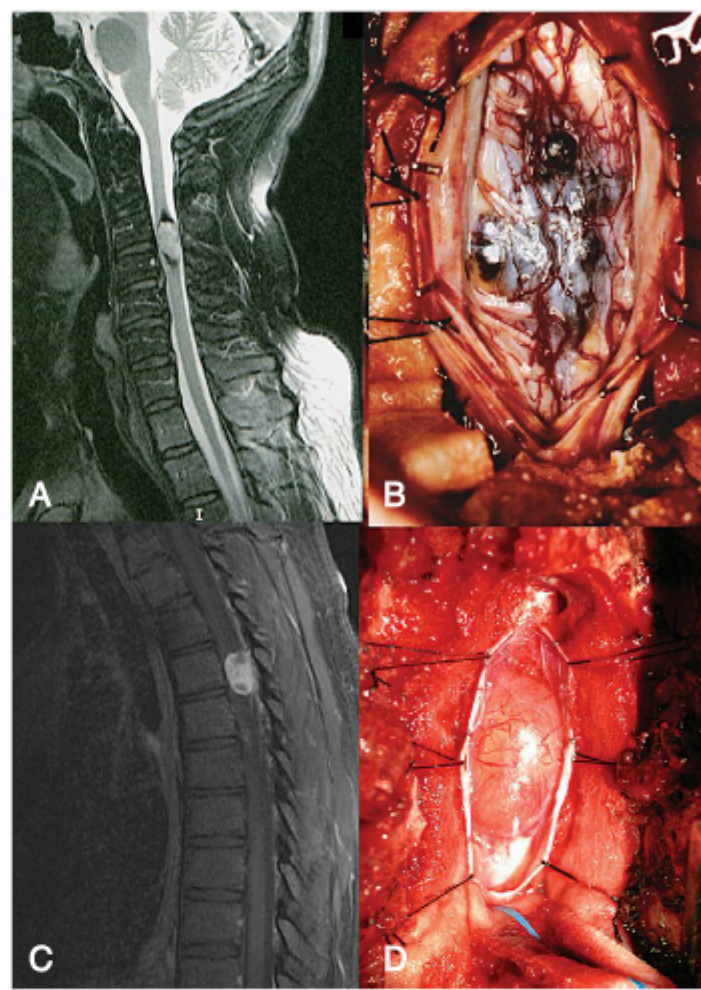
Imagens radiológicas e intraoperatórias dos pacientes com tumores espinais intradurais. A, Um exame com RM sagital ponderada em T2 revela um ependimoma intramedular da coluna cervical ao nível de C3-C4 com uma pequena siringomelia rostral e caudal. B, Uma imagem intraoperatória revela a dura-máter incisada transversalmente, com o ependimoma visível na medula espinal. C, Uma RM sagital contrastada com gadolínio revela um meningioma em T4. D, Uma imagem intraoperatória mostra a medula espinal e o meningioma sobrejacente.
